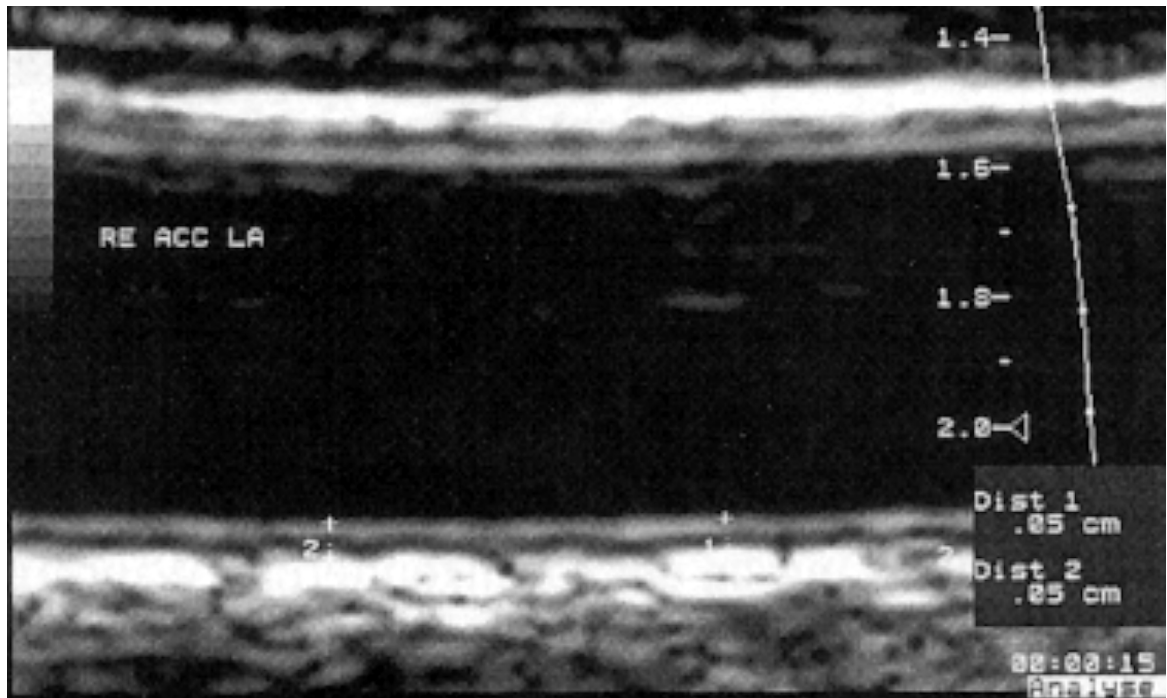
Sonographie der A. carotis communis. Bestimmung der Intima-Media-Dicke nach der “leading edge” – Methode mit einem 7-10 MHz Schallkopf (HDI, ATL Gerät).
